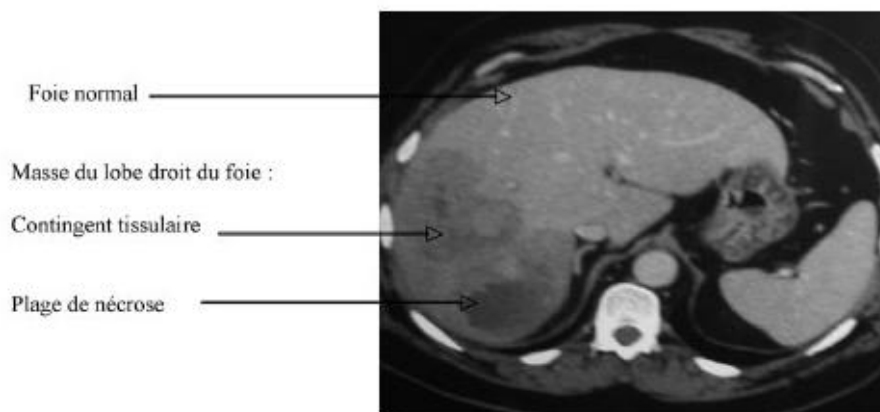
TDM abdominale : Masse hépatique de 10 cm du foie droit.
